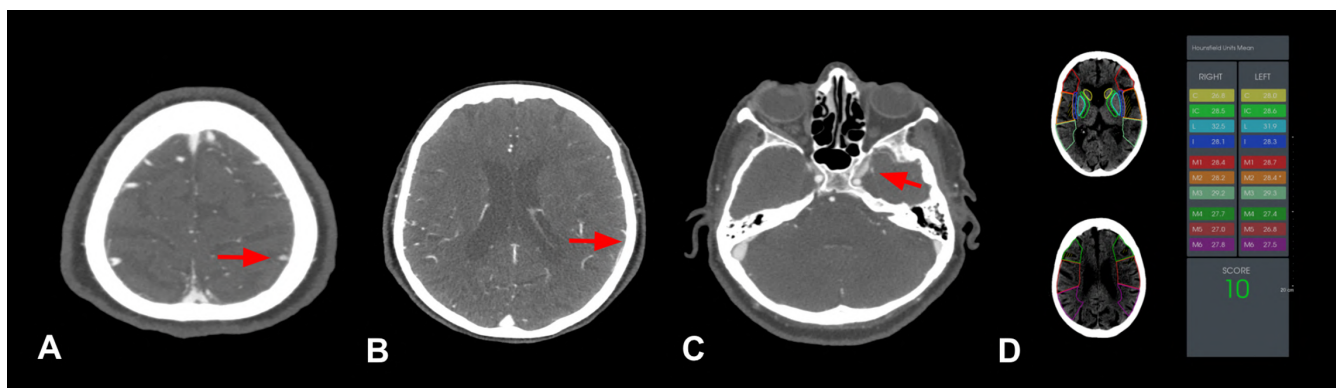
Determinación de COVES y escala ASPECTS. Obtención COVES en angiografía por TC en una paciente de 84 años con oclusión de segmento M1 de arteria cerebral media (ACM) izquierda. Las flechas rojas señalan la vena cerebral media superficial (A), la vena de Labbé (B) y el seno esfenoparietal (C). Esta paciente presentaba un perfil COVES favorable (5 puntos) en el hemisferio afectado, con opacificación de contraste completo en vena de Labbé y seno esfenoparietal y opacificación moderada en vena cerebral superficial. A través del software de cuantificación automática RAPID® se determinó una puntuación ASPECTS 10 (D). Tras trombectomía exitosa (TICI 3), a los 90 días el paciente tuvo una adecuada recuperación funcional (puntuación 1 en escala Rankin modificada).
